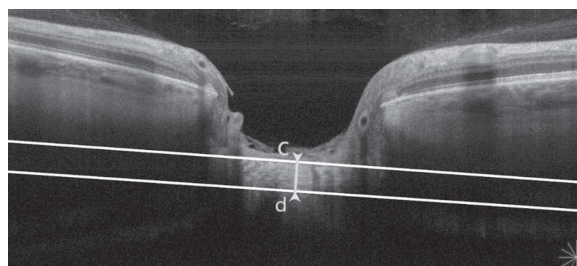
Измерение толщины решётчатой пластинки (c-d) с помощью оптического когерентного томографа Nidek RS-3000 Advance в режиме увеличенной глубины изображения (EDI)
